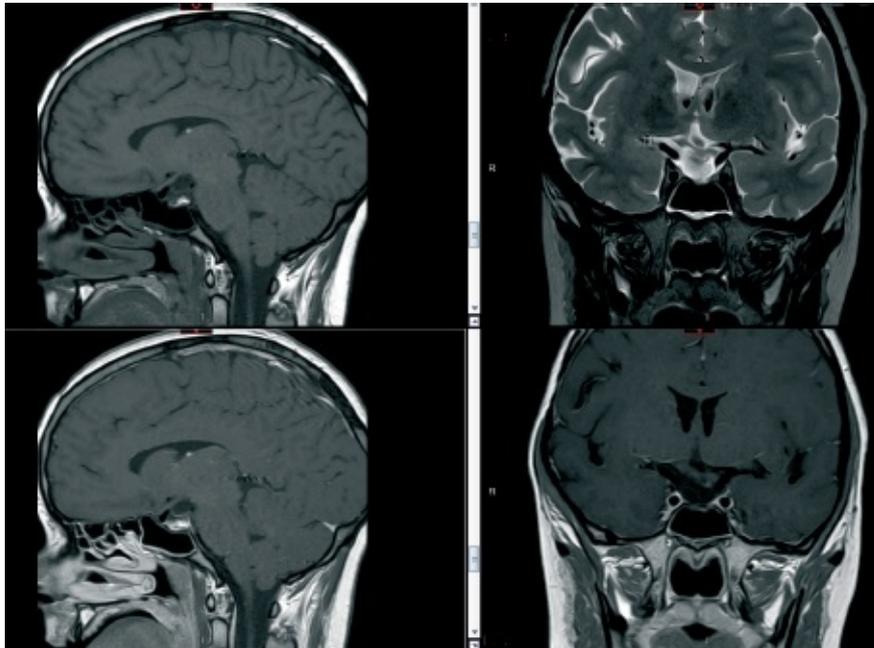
Image MR : IRM cérébrale
